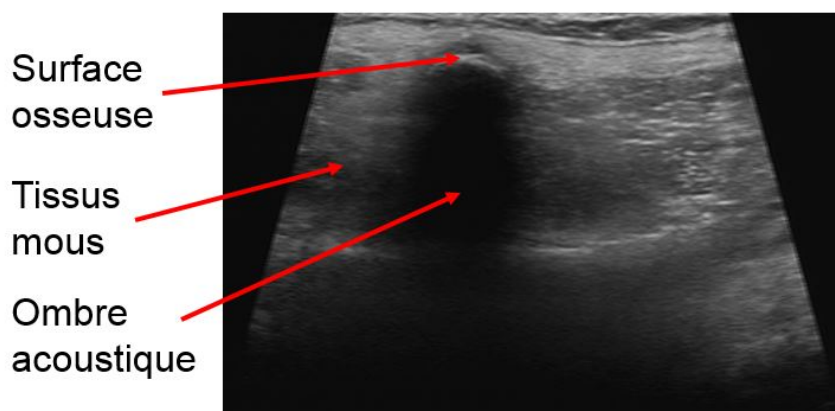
Image échographique d'une vertèbre
